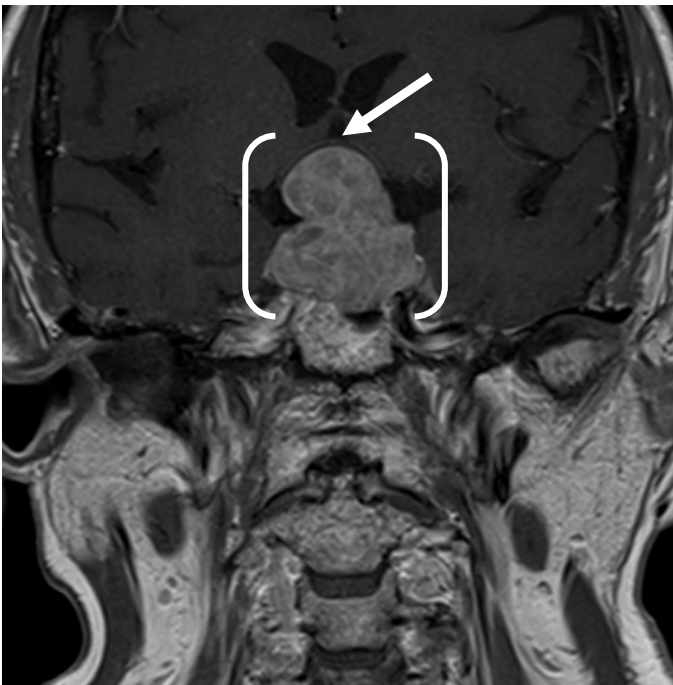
Resonancia magnética. Secuencia en T1. Se señala la tumoración hipofisaria entre paréntesis "()", y con una flecha, dónde estaría el quiasma.
